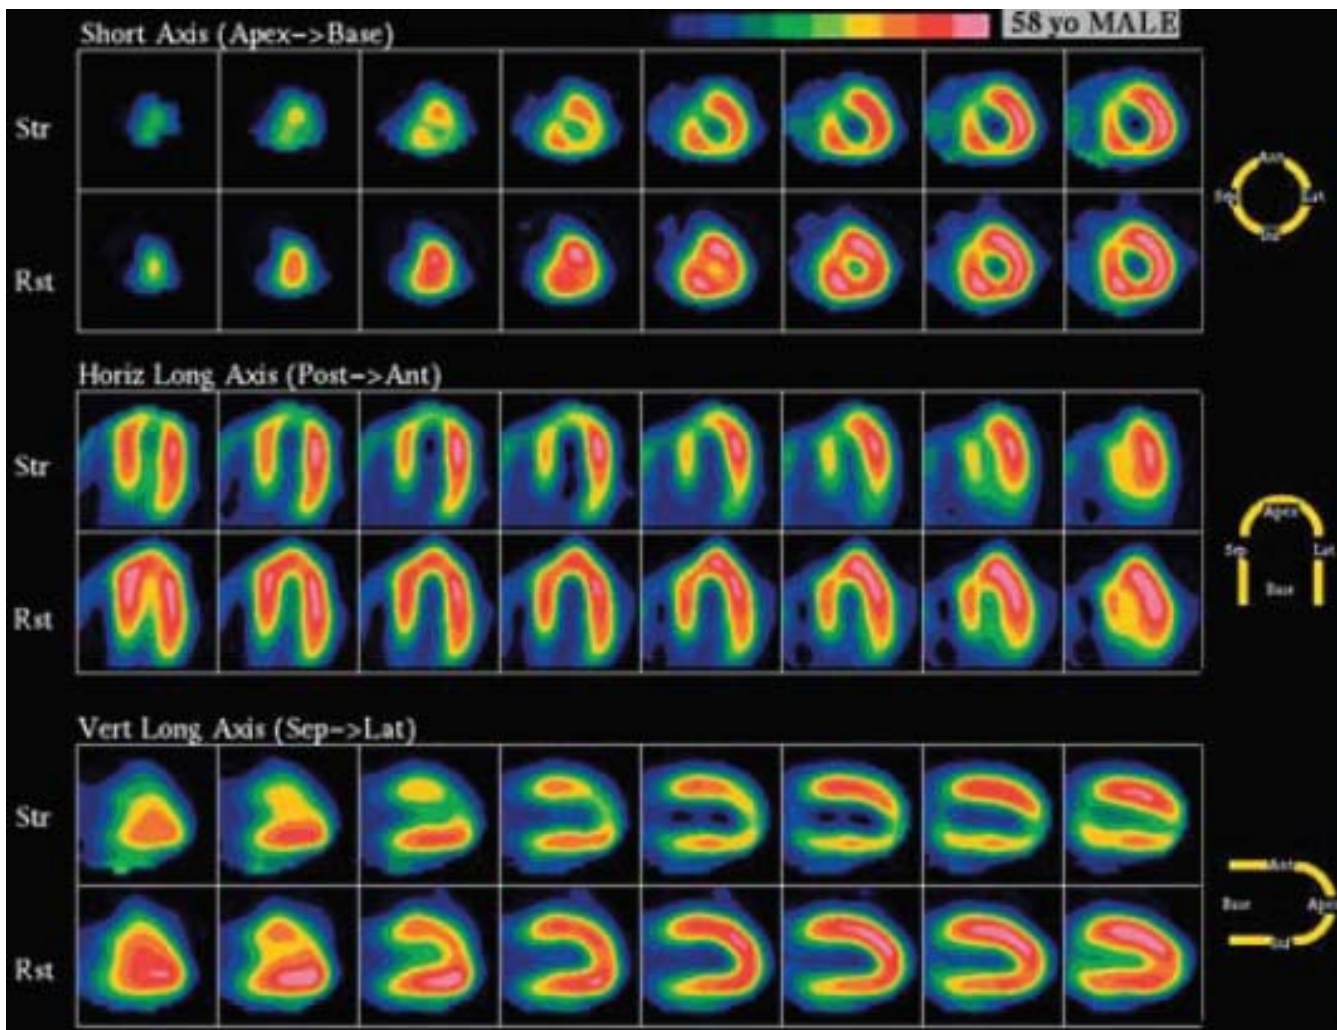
Zátěžové perfuzní SPECT vyšetření u téhož pacienta. Na tomografických řezech nebyla prokázána ischemie (sumační zátěžové i rozdílové skóre = 0). Byla doporučena léčba statiny a pacient byl bez kardiální příhody v průběhu dalšího tříletého sledování. In: Budíková, 2012, s. 53.
